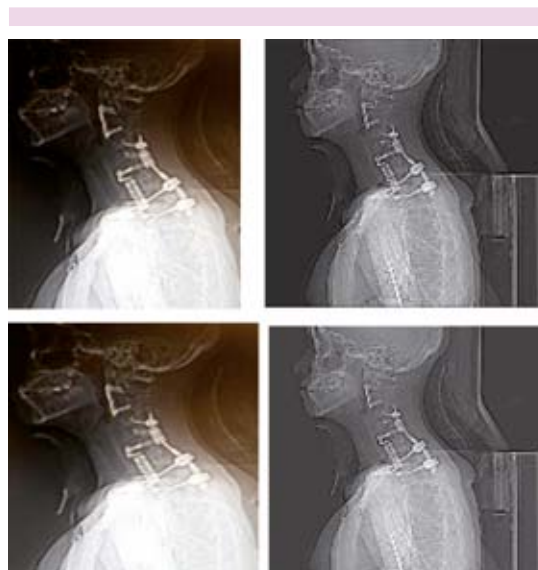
Izquierda: radiografía lateral cervicotorácica. Derecha: tomografía, corte sagital con ventana ósea: control posquirúrgico, instrumentación circunferencial a 360 grados con adecuada colocación de los implantes; se logró la estabilidad de la columna cervicotorácica, así como la recuperación de la lordosis cervical.
